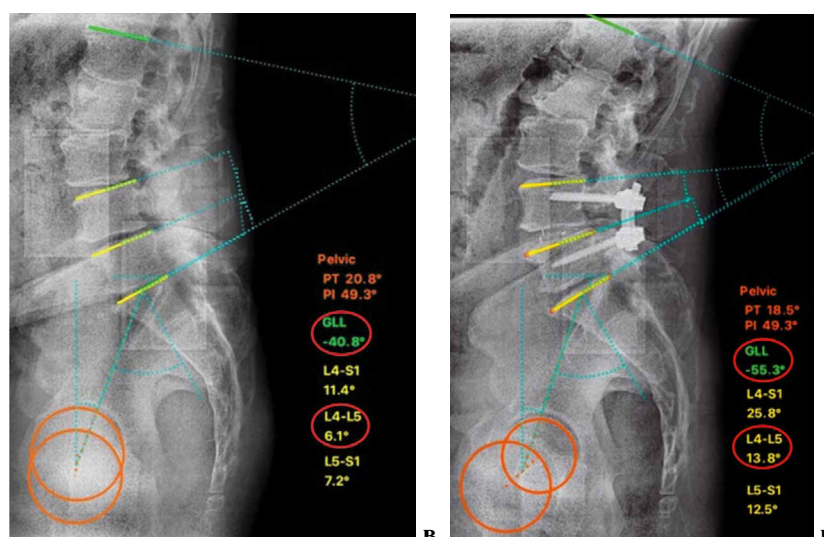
Пример лечения пациента 61 года с дегенеративным стенозом на уровне L4-L5 с использованием обзорной сагиттальной рентгенографии поясничного, крестцового отделов позвоночника и таза: а — аксиальная проекция на МРТ до операции; б — сагиттальная проекция на МРТ до операции; в-г — обзорные сагиттальные рентгенограммы до и после оперативного лечения с указанием изменения сегментарного и поясничного лордоза.
